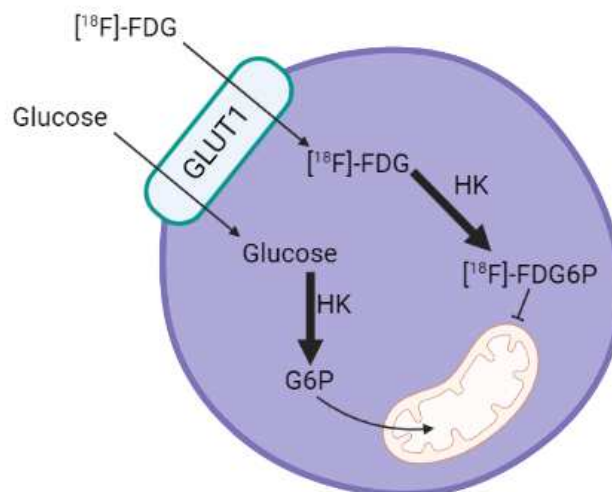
[¹⁸F]FDG dans la cellule.
